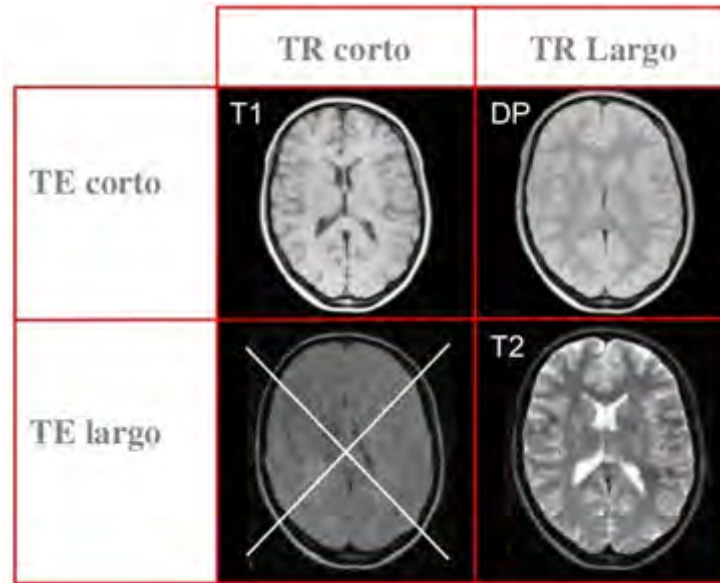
Imágenes de RM captadas mediante la secuencia Spin-Eco
